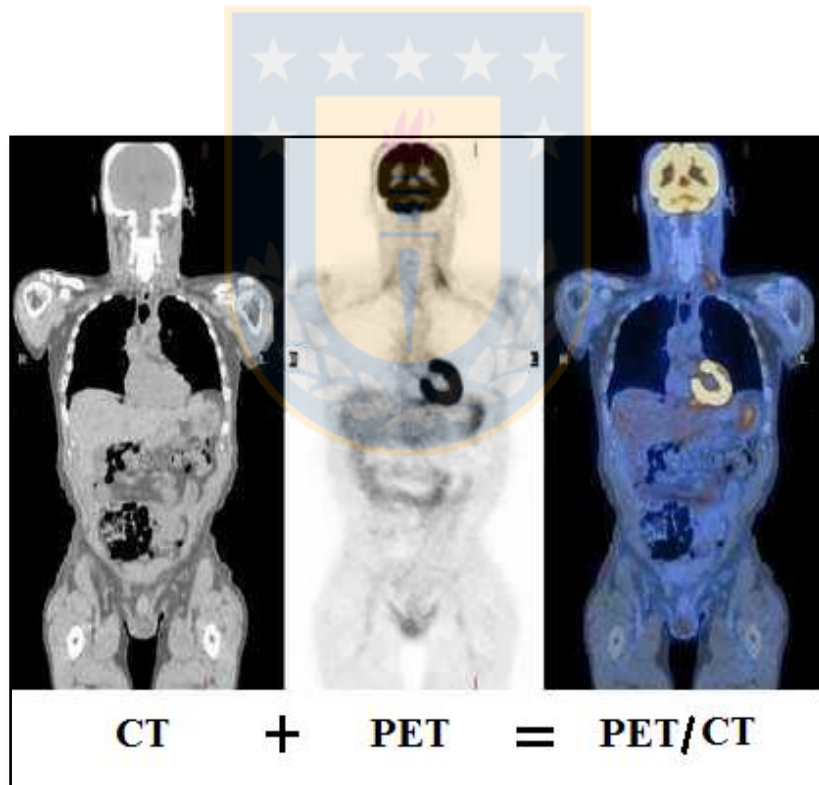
Fusión de las imágenes obtenidas de un CT con un PET [14].
